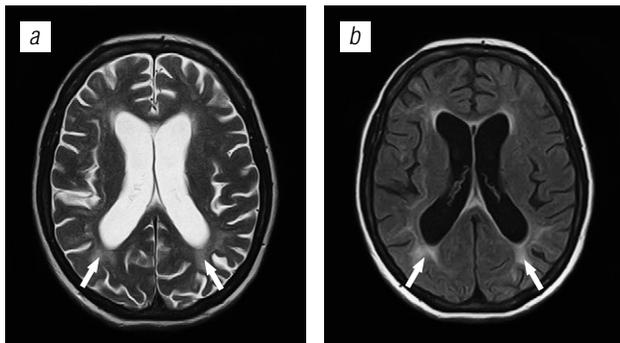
ВИЧ-энцефалопатия: *a* — T2 ВИ; *b* — FLAIR
